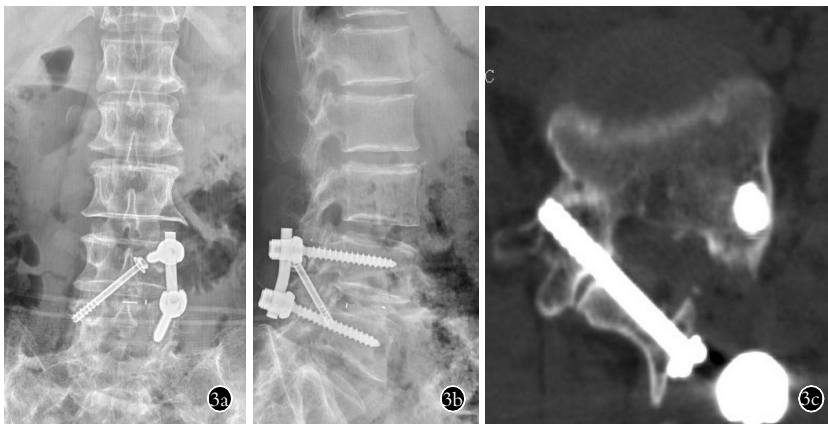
女性患者,56 岁,腰痛伴双下肢放射 1 年,诊断为 L_{4,5} 巨大型椎间盘突出症,经小切口 L_{4,5} 单侧椎弓根螺钉联合瞄准器引导下对侧经皮椎板关节突螺钉固定并椎间融合器植骨术 3a,3b,3c. 术后腰椎 X 线正侧位和 64 排 CT 平扫并多平面重建示椎板关节突螺钉部分进入椎管
